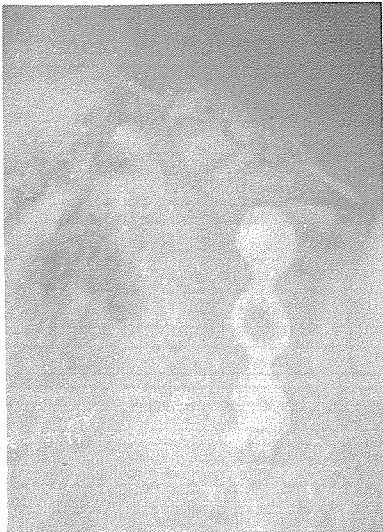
Ridge augmentation 환자에서 술후 3주째 방사선 소견으로 골편이 잘 치유되는 것을 관찰할 수 있다.
